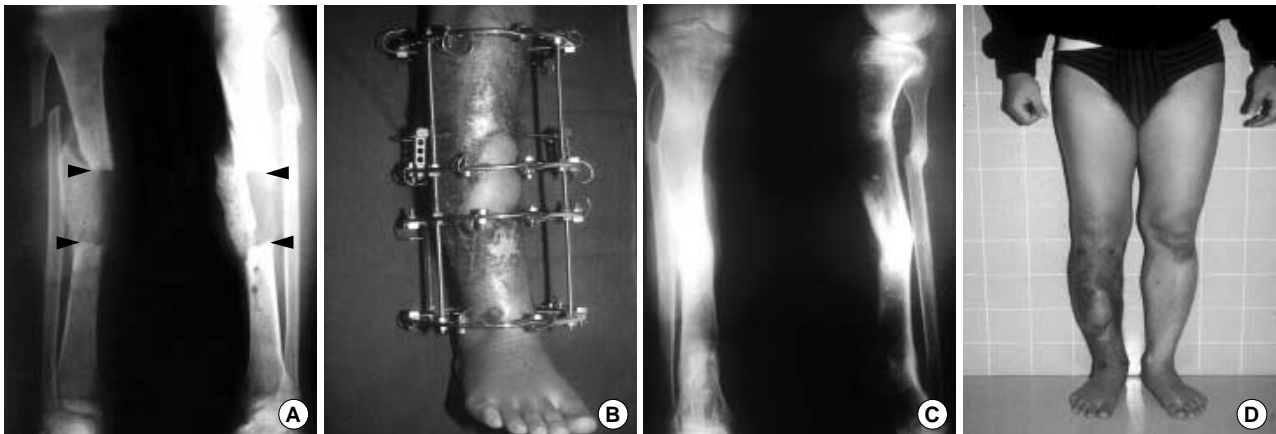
(A) X-ray after soft tissue & bone debridement showing a 9.4 cm bone defect. (B) Coverage of the soft tissue defect with parascapular free flap was performed successfully. (C) 23 months after surgery, this X-ray taken after removing Ilizarov apparatus shows bony union. (D) Photograph showing stable soft tissue coverage.
